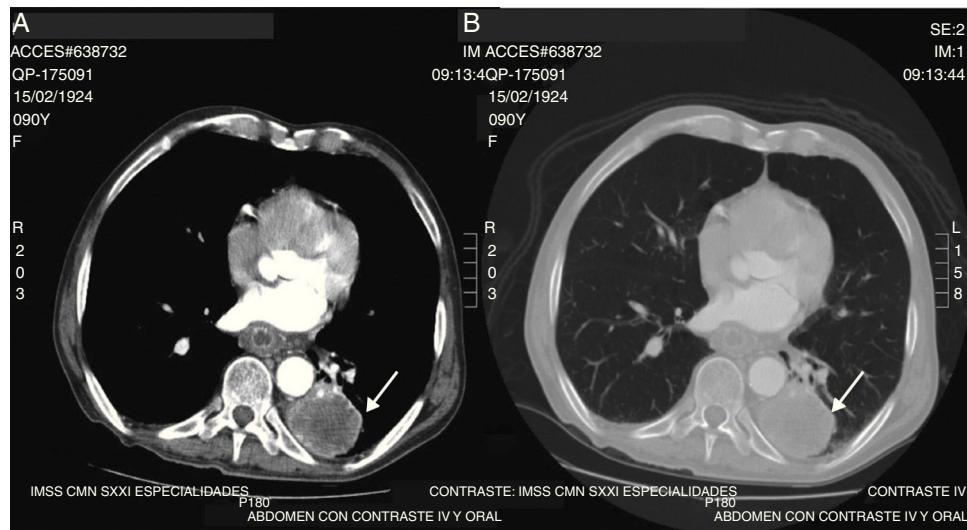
Tomografía de tórax con contraste intravenoso. A) Corte axial que muestra lesión ocupante basal izquierda de aproximadamente $47 \times 44 \times 103$ mm (flecha), hipodensa, heterogénea, con valores de atenuación promedio de 5-80 UH, con bordes bien definidos, que tras la administración del medio de contraste, muestra realce periférico. B) Corte axial con ventana pulmonar que muestra la misma lesión (flecha), sin evidencia de alguna otra en el parénquima pulmonar.
